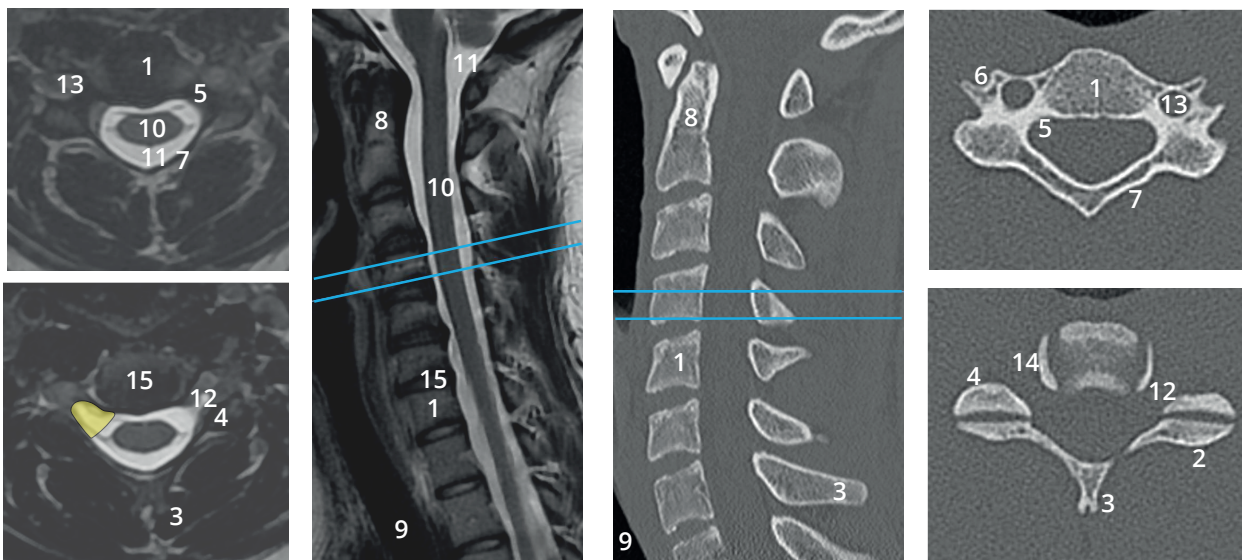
Images cervicales en coupes axiales passant par les pédicules (au-dessus) et par les disques (au-dessous). À gauche, IRM en pondération T2. À droite, CT-scan. Les deux images au centre sont des coupes sagittales médianes du rachis cervical en IRM (gauche) et CT-scan (droite). Notez le neuroforamen cervical droit (jaune), son orientation particulière et sa relation avec l'uncus. On peut y distinguer les racines du nerf rachidien.
